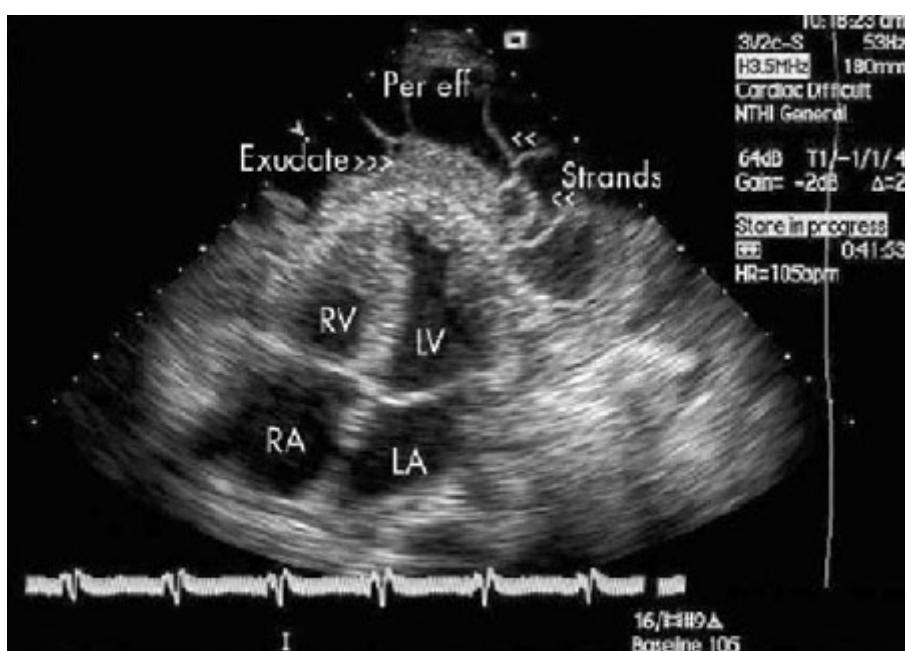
Incidência apical das 4 câmaras de um ecocardiograma bidimensional de um paciente com derrame pericárdico tuberculoso; AE = átrio esquerdo, VE = ventrículo esquerdo, DP = derrame pericárdico; AD = átrio direito, VD = ventrículo direito
